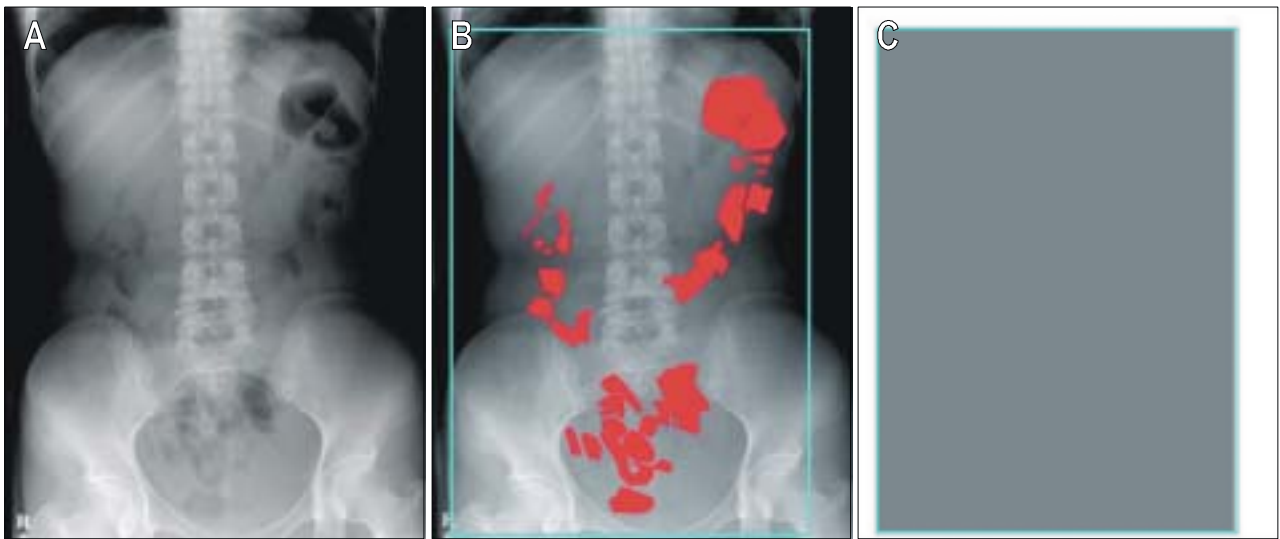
Measuring the intestinal gas volume by plain abdominal radiography in control group (A). The bowel gas (B) and background (C) areas were determined, and were indicated as deficient area in the figures. The intestinal gas volume was expressed as the area in (B) divided by the area in (C).
